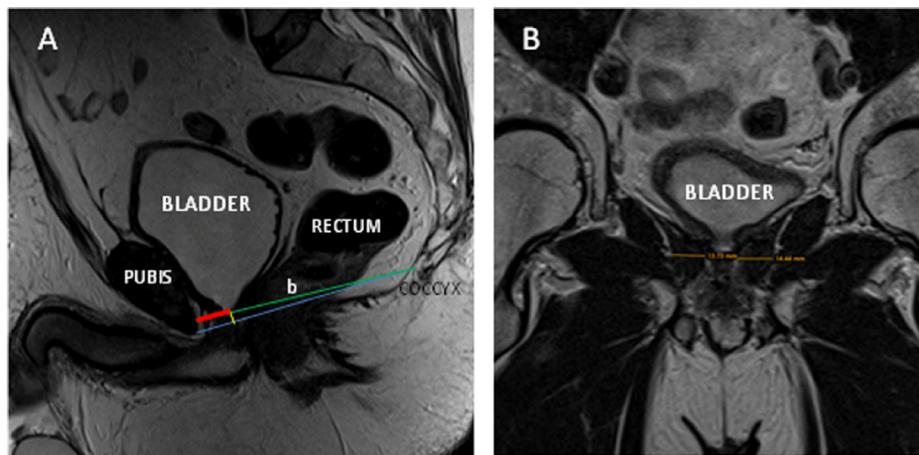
Anatomical MRI benchmarks measurements definitions. A: ACPv (yellow line), Distance A (red line), Distance B (green line), distance from coccyx to inferior pubis edge (blue line). B: LEV measurement detail.
